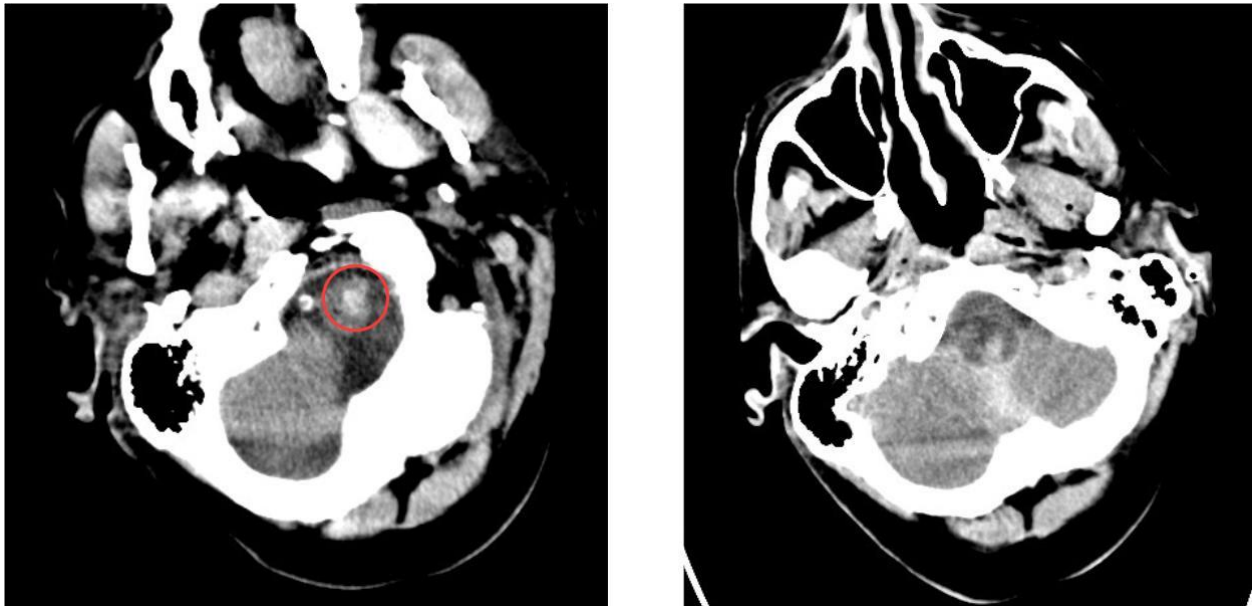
CT-Befund vor (links) und nach (rechts) Lysetherapie (Patient 2)
